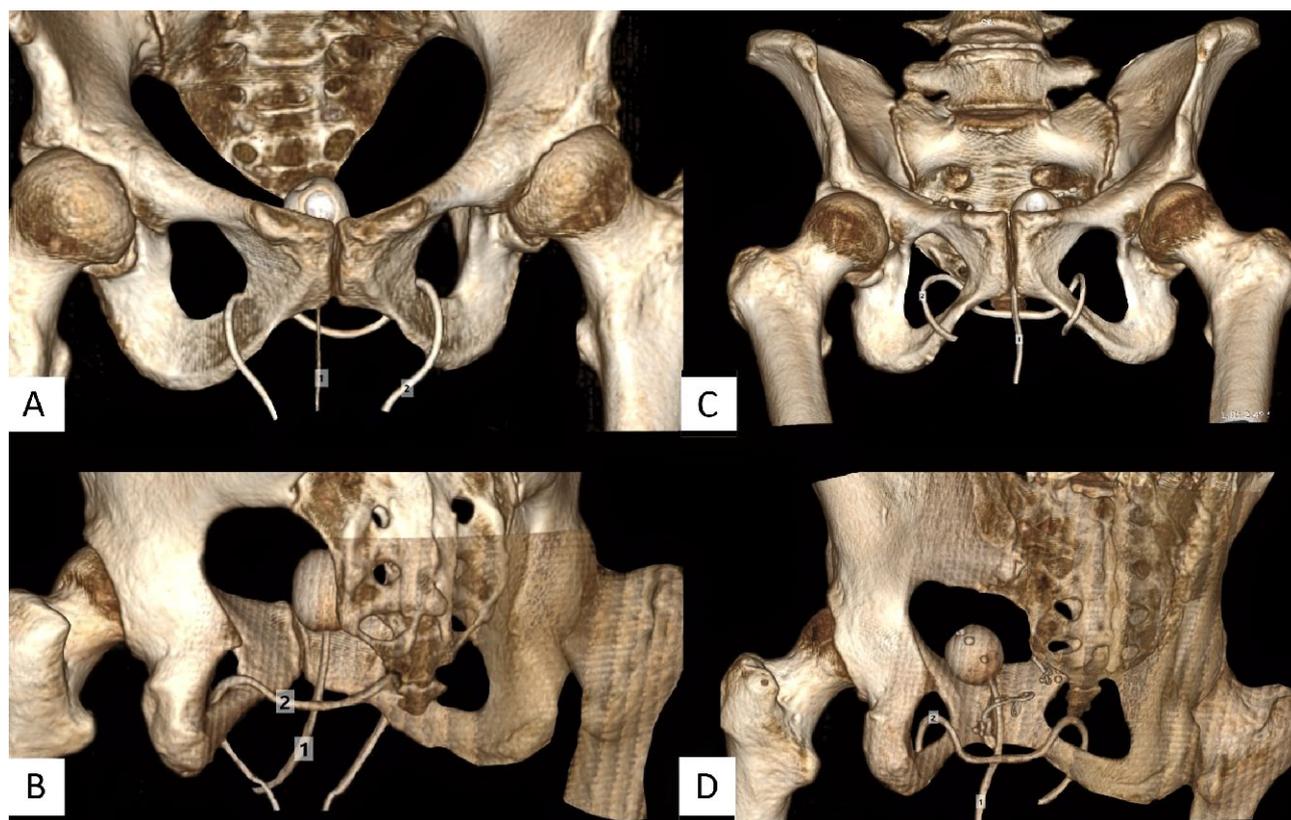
Визуализация субуретрального slingа при помощи компьютерной томографии: А, В – Субуретральный sling, имплантированный при помощи методики вращения инструмента вокруг нижней ветви лобковой кости (1 – уретральный катетер Фоли 14 Ch; 2 – рентгенконтрастный мочеточниковый катетер 5 Ch); С, D – Субуретральный sling, имплантированный согласно методике «наружных ориентиров» (1 – уретральный катетер Фоли 14 Ch; 2 – рентгенконтрастный мочеточниковый катетер 5 Ch)
